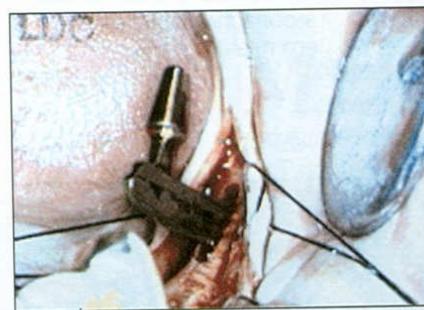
Введение имплантата под компактный слой. Рентгенологический контроль во время операции для проверки направления имплантата относительно нижнечелюстного канала
